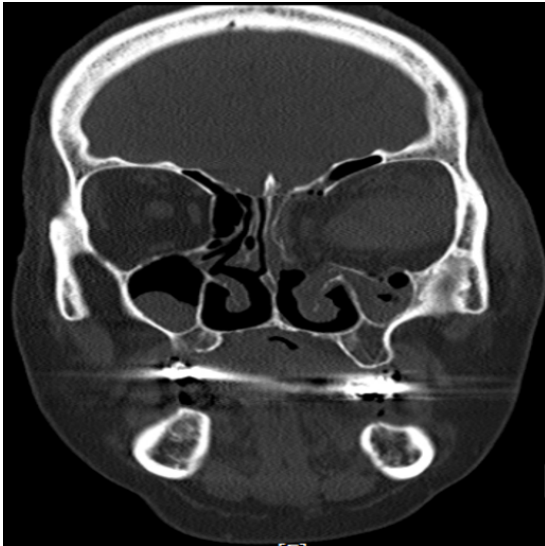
Orbital selülit, koronal kesit BT.
